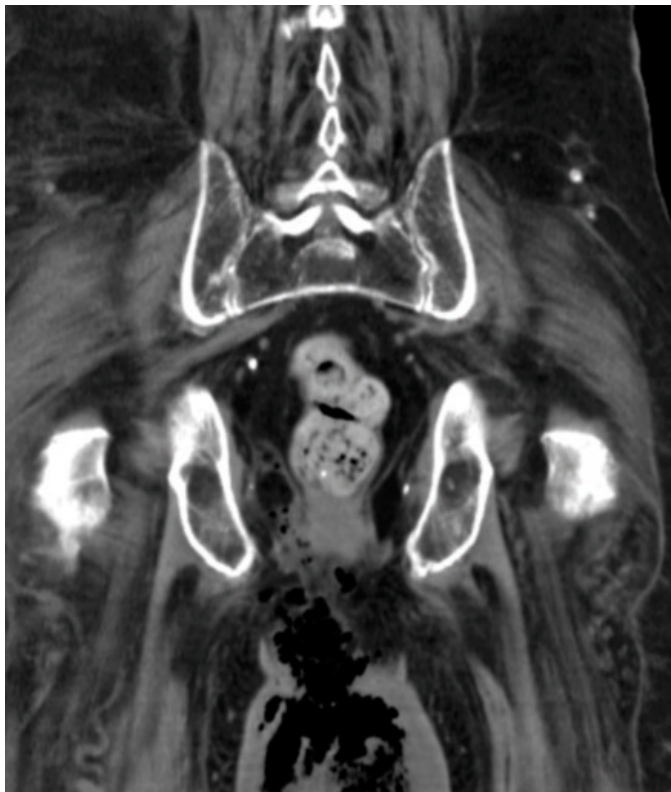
TC abdomino-pélvico: Se identifica gas en bolsa escrotal y en área peri rectal.
